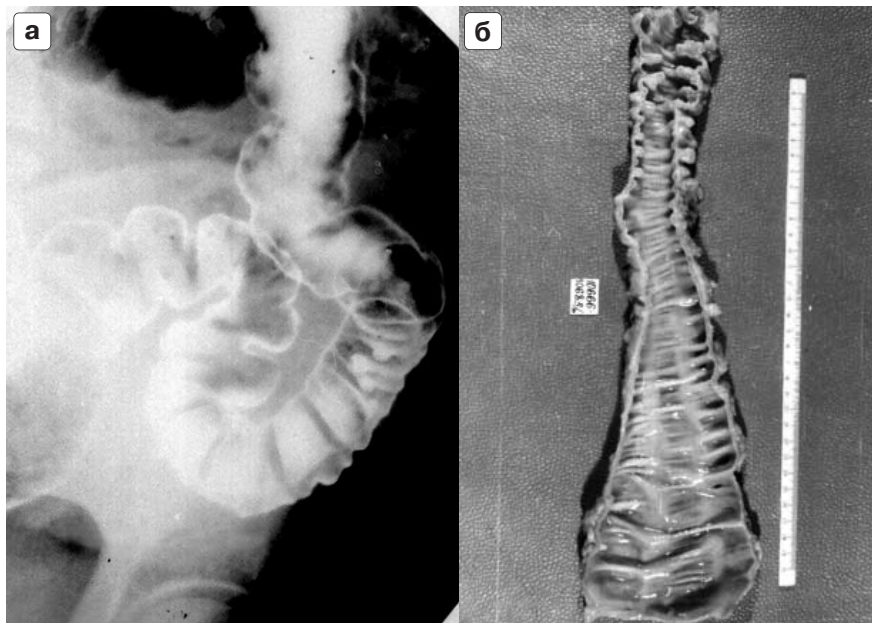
Дивертикулез. Первая степень морфофункциональных изменений. Рентгенологическая (а) и патоморфологическая (б) картина.
